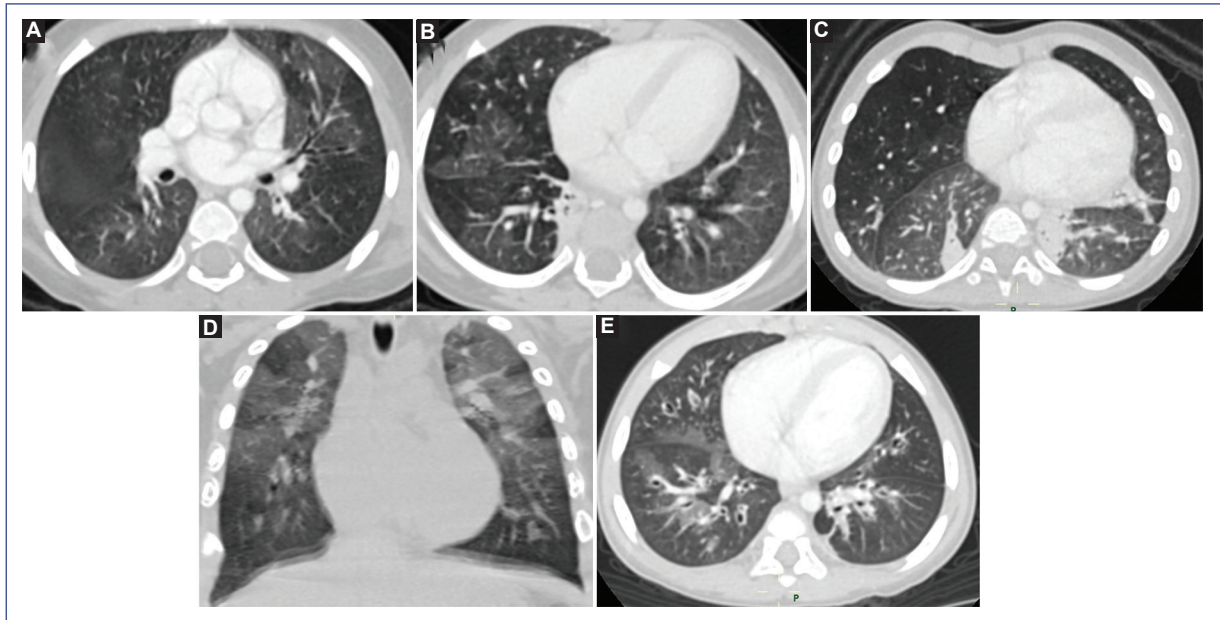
Tomografía de tórax con contraste en niños con bronquiolitis obliterante postinfecciosa al diagnóstico. A: caso 2 (26 meses): Corte axial. Se observan opacidades intersticiales en vidrio deslustrado en parches con patrón de atenuación en mosaico alternados con áreas de atrapamiento aéreo y engrosamiento bronquial. B: caso 5 (16 meses): Corte axial. Se observan opacidades intersticiales en vidrio deslustrado en parches con patrón de atenuación en mosaico alternados con áreas de atrapamiento aéreo. C: caso 6 (20 meses): Corte axial. Se observan opacidades intersticiales en vidrio deslustrado en parches con patrón de atenuación en mosaico alternados con áreas de atrapamiento aéreo y atelectasias segmentarias. D: caso 7 (1 año): Corte coronal. Se observan opacidades intersticiales en vidrio deslustrado en parches con patrón de atenuación en mosaico alternados con áreas de atrapamiento aéreo. E: caso 9 (20 meses): Corte axial. Se observan opacidades intersticiales en vidrio deslustrado en parches con patrón de atenuación en mosaico alternados con áreas de atrapamiento aéreo y bronquiectasias.
